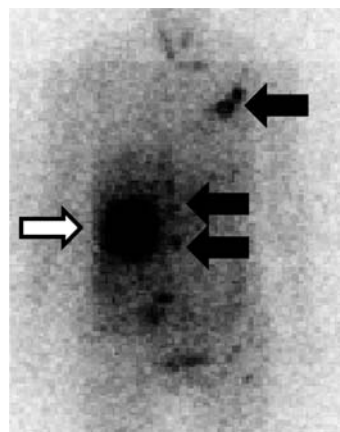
Adrenal (^{123}I -MIBG) scintigraphy showed abnormal accumulation in the right adrenal gland (open arrow), left rib, lower thoracic supine, and lumbar supine (closed arrows).
